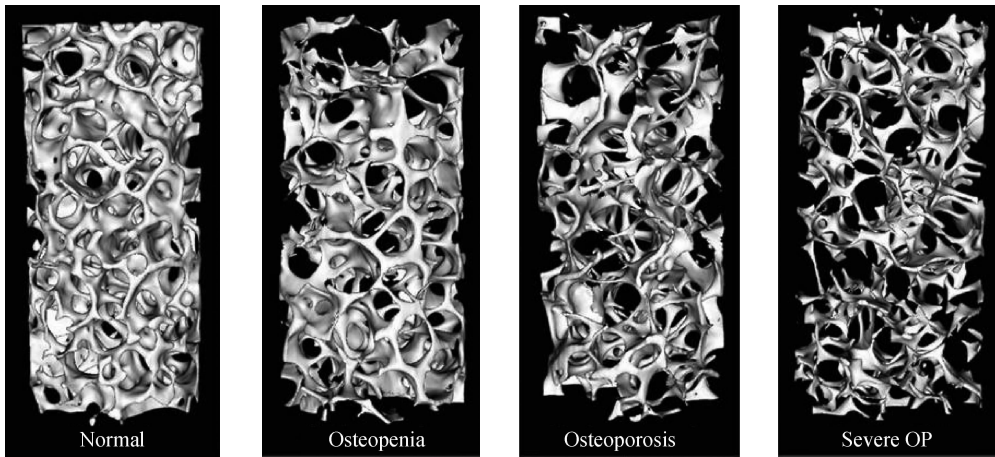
典型不同 BMD 水平的椎体骨小梁 micro-CT 显微结构重建显像
